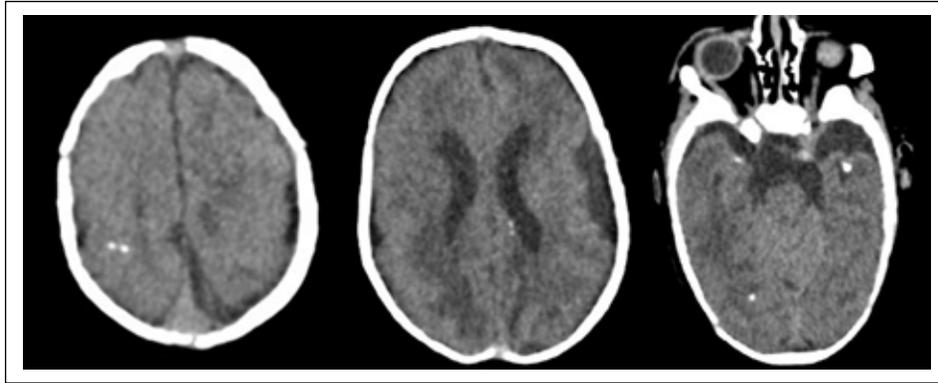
Tomografía cerebral a los 2 meses de vida. Se evidencia hemisferios cerebrales con calcificaciones en el parénquima cerebral y periventricular de aspecto secuear con sistema ventricular de morfología conservada.
